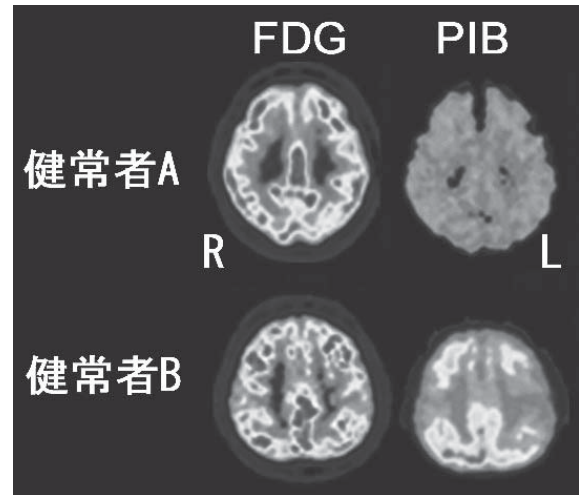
健常者における¹¹C-PIBによるアミロイドPET
